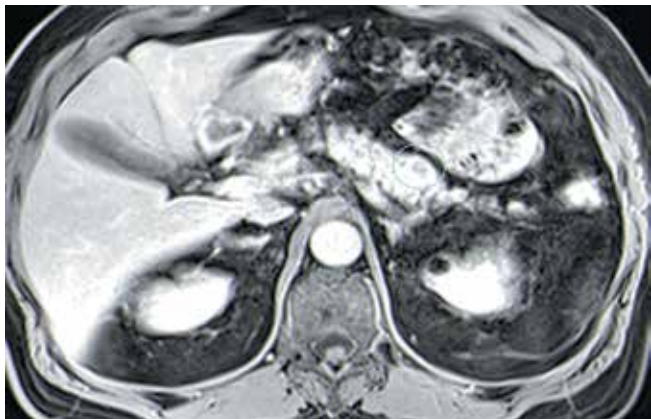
Магнитно-резонансная томография: изменения ткани поджелудочной железы (через 3 мес после радиочастотной абляции под контролем эндоскопического ультразвукового исследования нейроэндокринной опухоли) — на месте ранее описываемой опухоли определяется участок, овальной формы размерами 10×12 мм в диаметре с фиброзными изменениями в структуре, не накапливающий контрастный препарат с гиперваскулярным «ободком»
